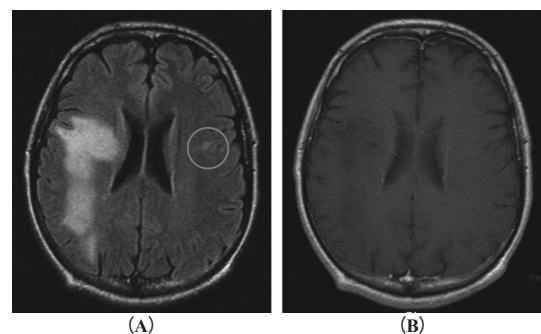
ART 11 日目の頭部造影 MRI 画像 (A: FLAIR, B: ガドリニウム造影)
